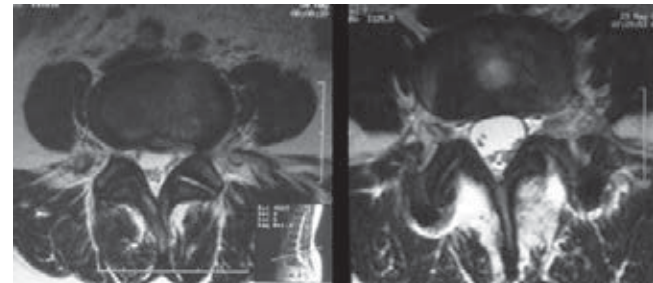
Imagen de resonancia magnética en corte axial t2 en donde se demuestra la conformación a la normalidad del espacio con forma de riñón y datos de rehidratación.
